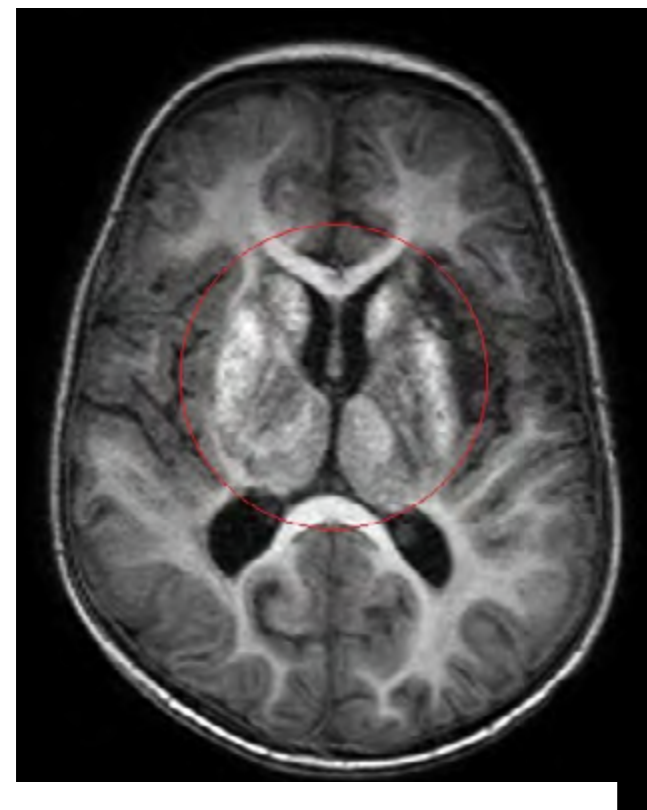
(Symbolbild): Magnetresonanztomographie des Schädels mit Zeichen einer hypoxischen Hirnschädigung, insbesondere im Bereich der Basalganglien (roter Kreis)
